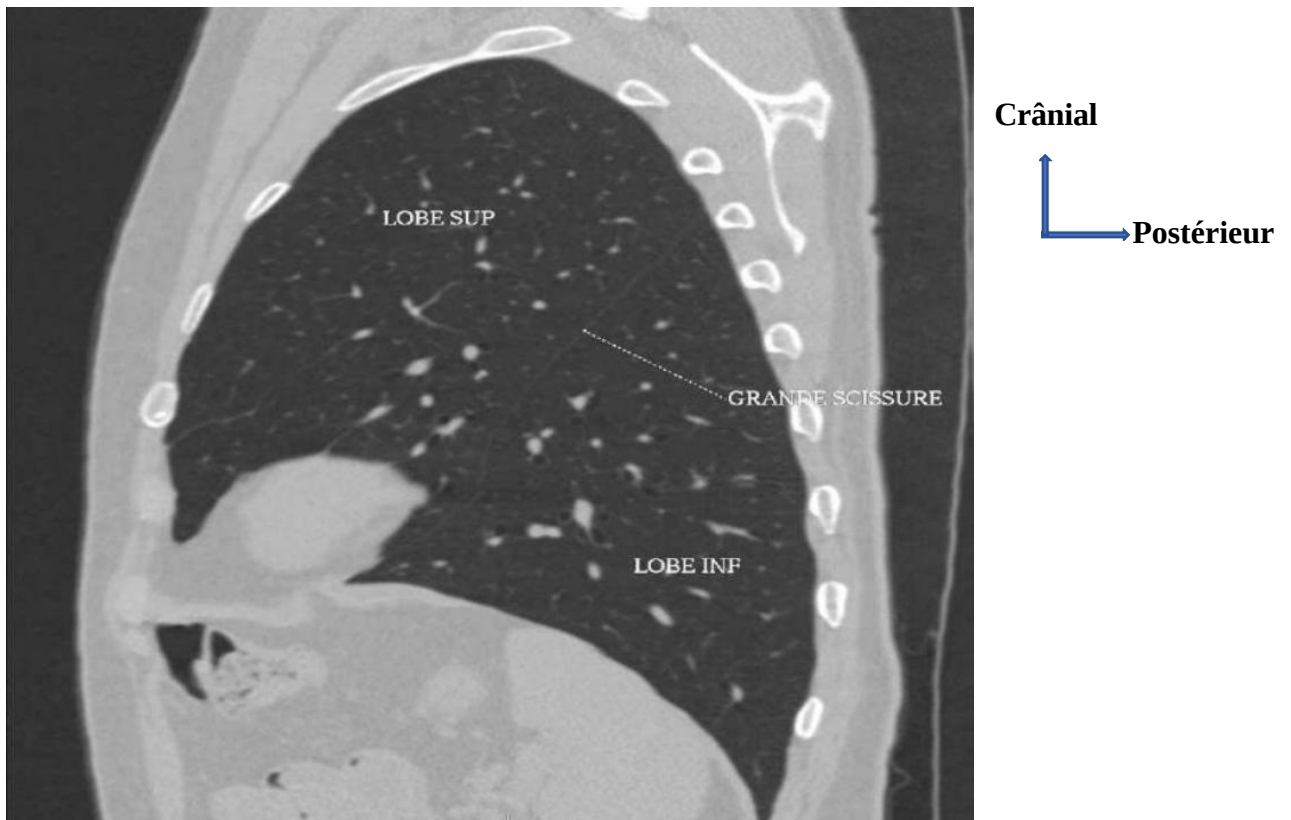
TDM thoracique reconstruction sagittale du poumon gauche
